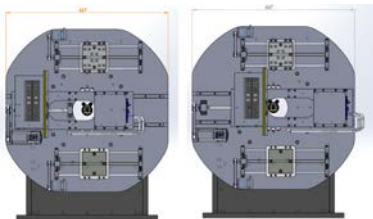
X선 소스와 디텍터의 위치 제어 (a) 기본모드 (b) 확대모드
